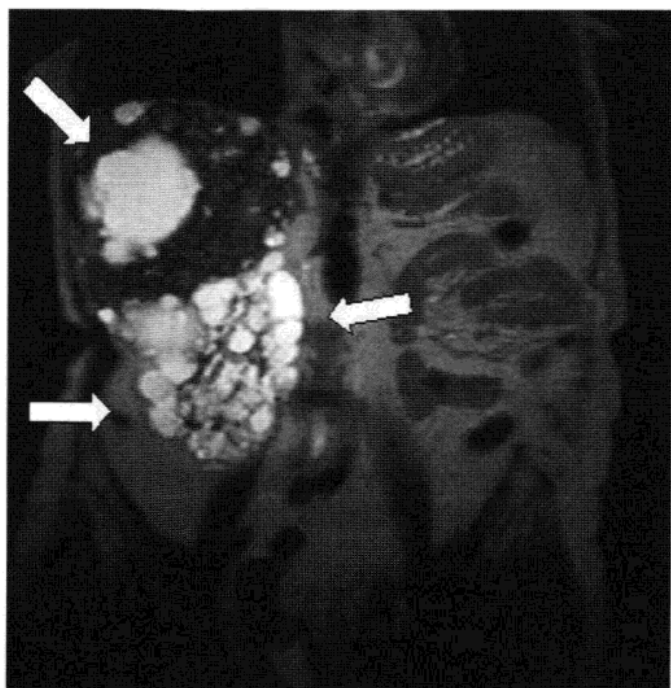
多囊肾。男性，仅有右侧肾脏，MRI T₂ 加权像示右侧多囊肾(箭标)。
